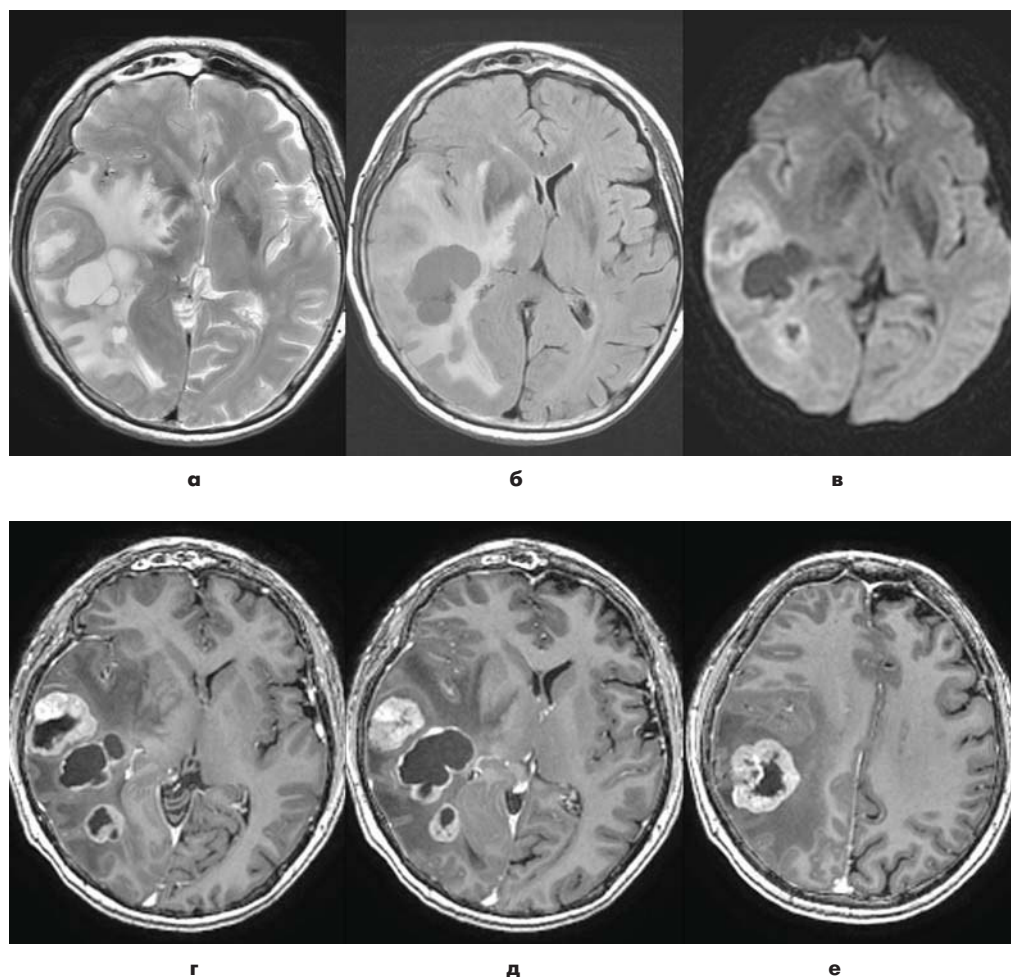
Интракраниальное метастазирование рака яичников. На аксиальных МР-изображениях, выполненных в режимах T2 (а), T2-FLAIR(б) и ДВИ (в) в правой височно-теменной области визуализируется обширная область патологического изменения МР-сигнала с признаками выраженного перифокального отека (гиперинтенсивный МР-сигнал в режимах T2 и T2-FLAIR). На ДВ-изображении (в) перифокальный отек демонстрирует признаки вазогенного отека. На серии T1-взвешенных изображений (г, д, е), выполненных после внутривенного контрастного усиления, определяется многоузловое метастазирование правой височно-теменной области.
